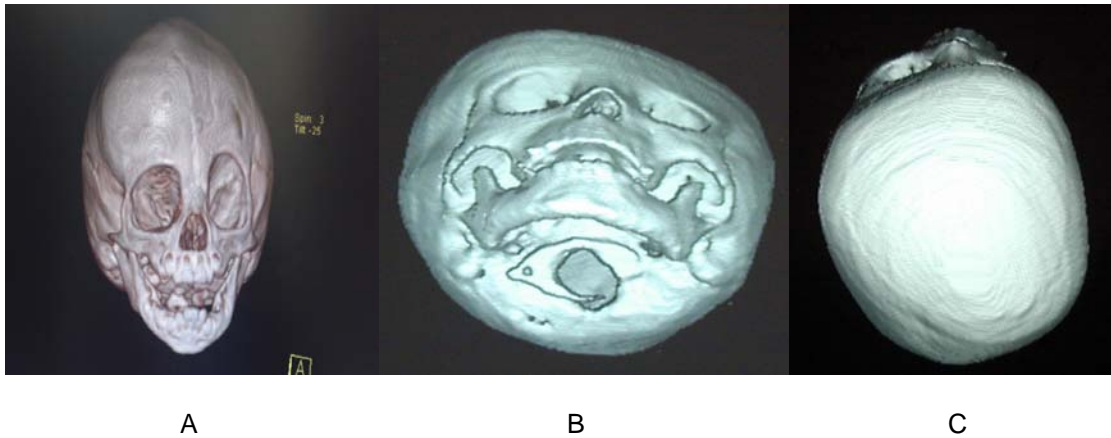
A) TC 3D Plagiocefalia coronal derecha en proyección AP, B) TC 3D Tangencial, observándose relieve frontal del lado afectado mayor al lado sano, C) TC 3D, cuando se ve la cabeza del niño desde arriba, se distingue muy claramente el exorbitismo del lado enfermo, con ausencia del reborde orbitario y aplanamiento de giba frontal ipsilateral
